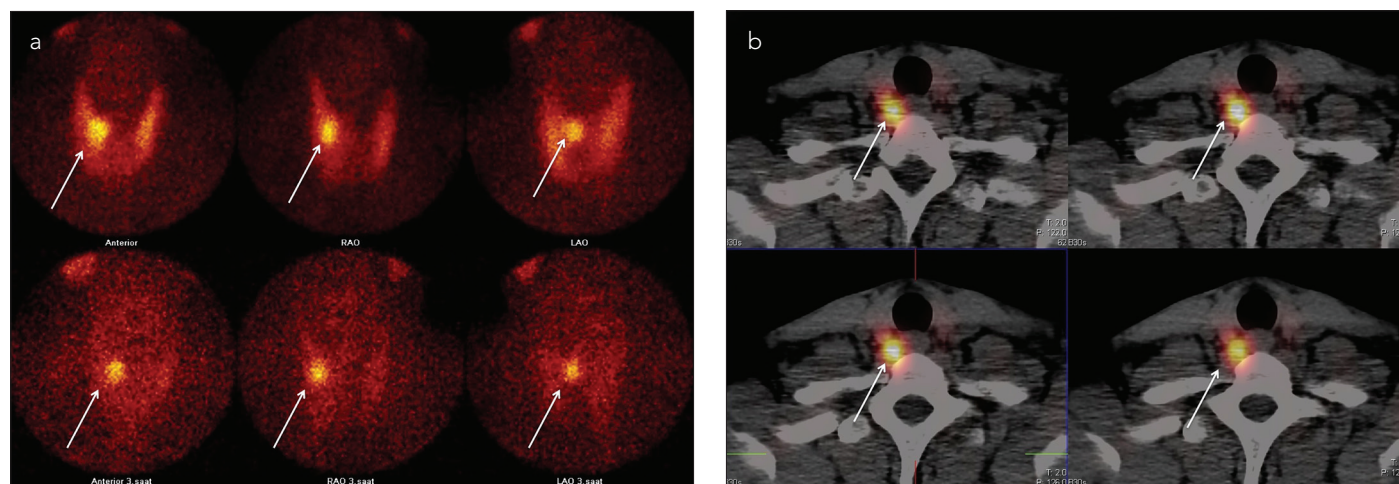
a, b. Tc-99 m MIBI dual-phase planar (a) and SPECT/CT (b) images of a patient with a 13x8 mm parathyroid adenoma (arrows) located on the right lower quadrant of the gland. Please note that the images are ordered from left to right and up to bottom as representing early through the late phases of the examination
